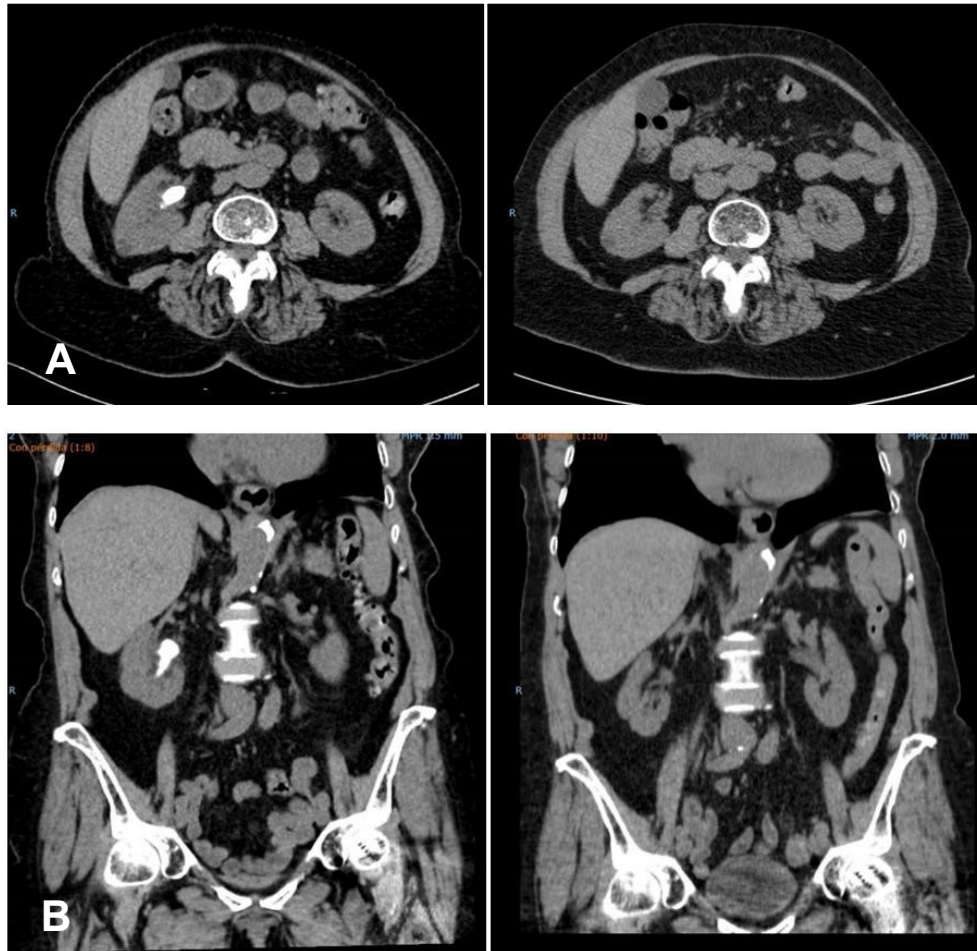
A) Corte axial. B) Corte coronal. A la izquierda imagen de TAC previo a iniciar tratamiento con Lit Control pH Up. Se aprecia imagen litiásica coraliforme en riñón derecho. A la derecha TAC de control tras 6 meses de tratamiento, donde se observa resolución completa de la litiasis renal.
